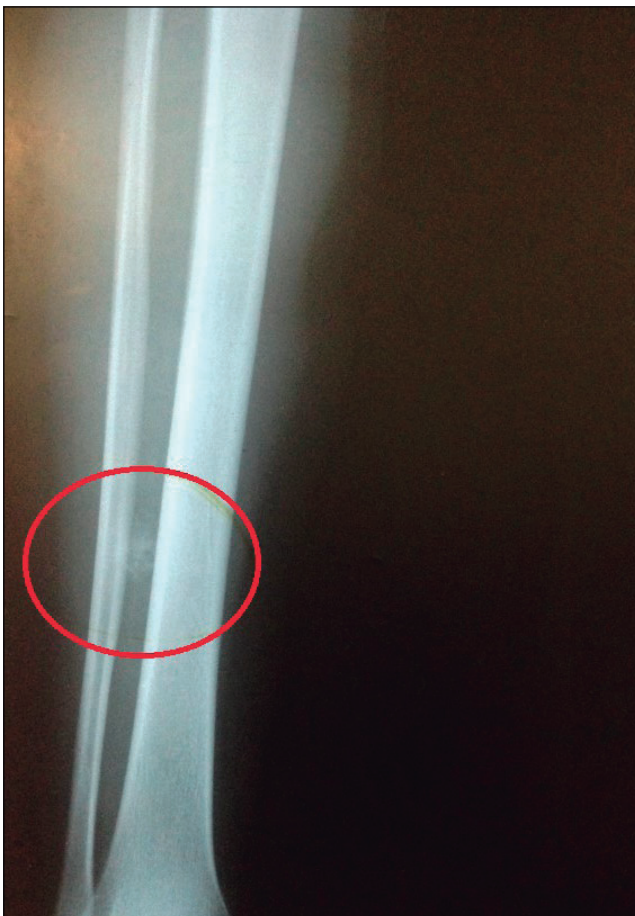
Radiografía anteroposterior de pierna derecha. Se indica la imagen de densidad radiológica similar al calcio.
